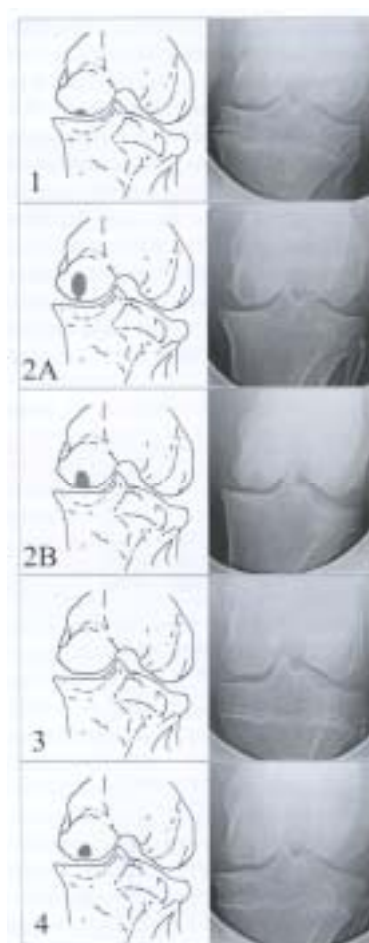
SBCのグレードの図（左）と対応するX線画像（右）。深さ10mm未満で通常ドーム型の損傷（1型）。深さ10mm以上で狭い排出腔と周囲のシスト透過性を有する棒つきキャンディー型またはキノコ型の損傷（2A型）。深さ10mm以上で関節表面に大きな欠損を持つドーム型の損傷（2B型）。滑車の平坦化または小欠損が軟骨下骨に認められる（3型）。関節部の欠損の有無にかかわらず透過域を持つがX線上で軟骨下骨に排出腔が認められないもの（4型）。
